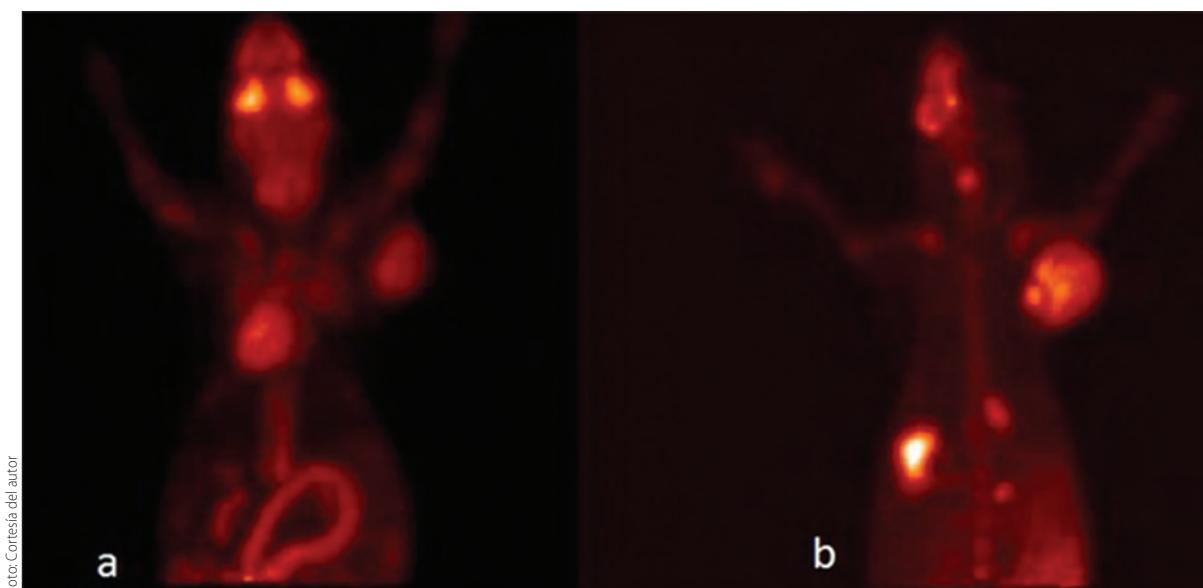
Estudios microPET. a) Aplicando ^{18}F -FDG, b) Aplicando ^{18}F -FLT.
